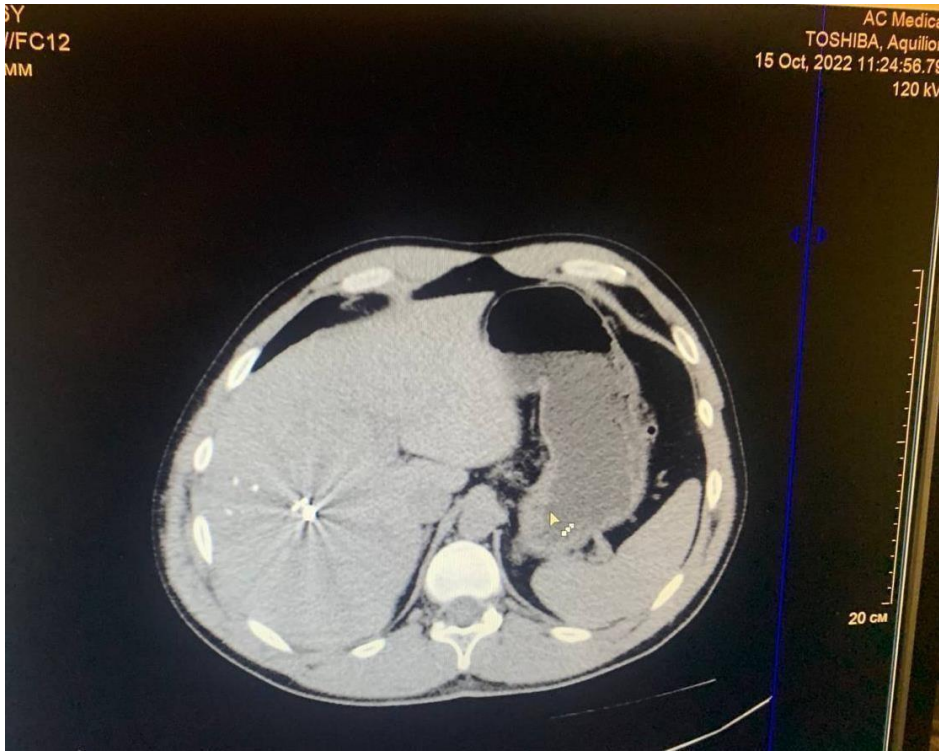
той же поранений, уламки на КТ в печінці
